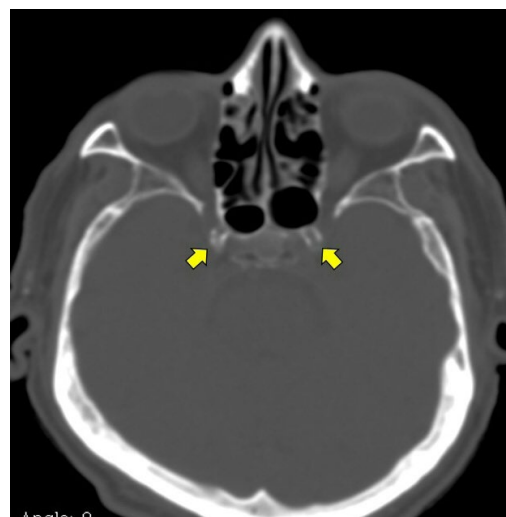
CT with bone window setting showing high calcium content in the carotid siphons (arrows).
